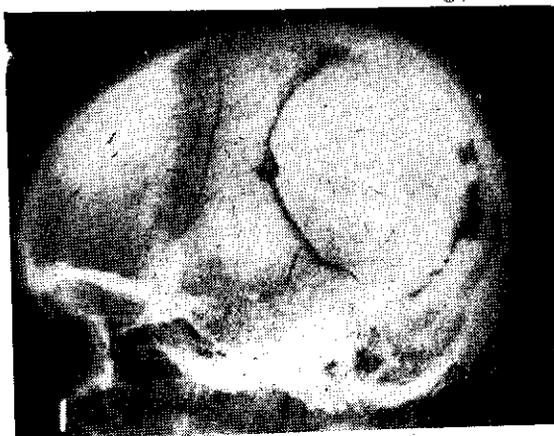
Radiografía simple lateral del cráneo, nótese craneotomía de la primera operación.
